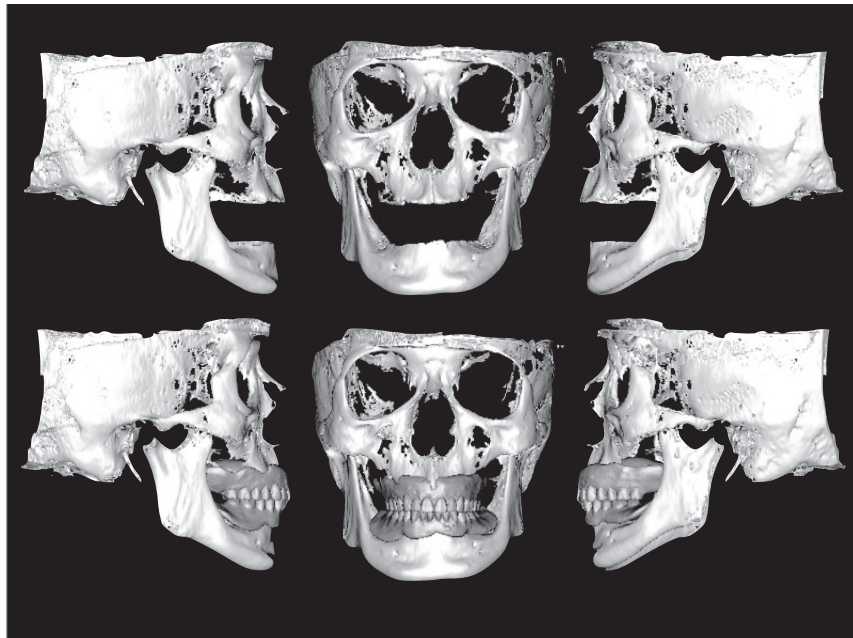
デュアルスキャンによる総義歯とCTの重ね合わせ
